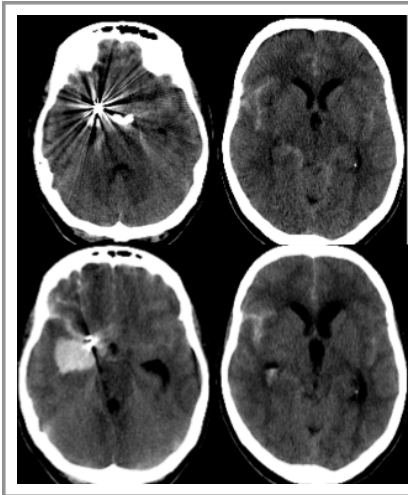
Embolización de un aneurisma de ACoPost con control por TC 24 horas tras la embolización (arriba) y a los tres días (abajo) que muestra el resangrado por re-rotura del aneurisma.
